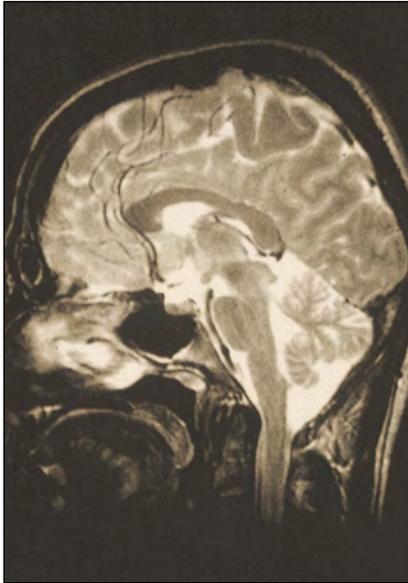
Imagen cerebral sagital mediante RM. La calidad de la imagen la asemeja a una lámina anatómica.*
